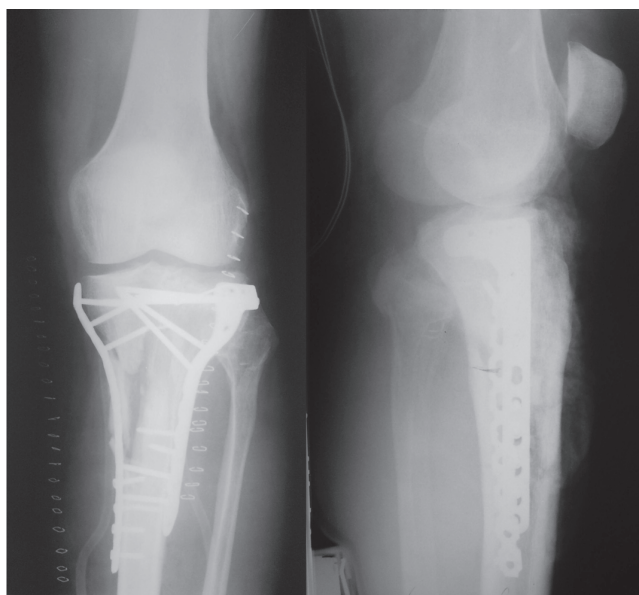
Рентгенограммы после остеосинтеза многооскольчатого перелома проксимального отдела большеберцовой кости
